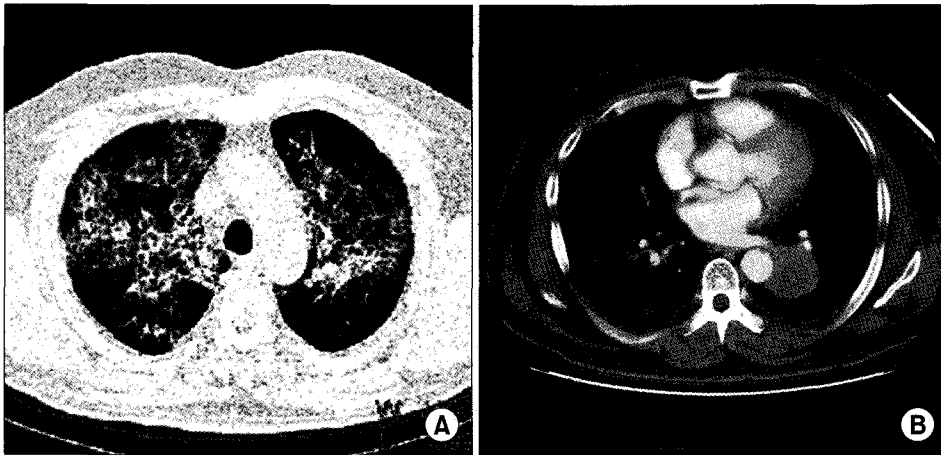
Preoperative computed tomographic findings. Patchy ground glass opacity on both lung parenchyma and interlobular septal thickening (crazy-paving appearance) are seen (A). Soft tissue lesion (lung cancer) on left lower lobe is seen which is adjacent to aorta (B).
